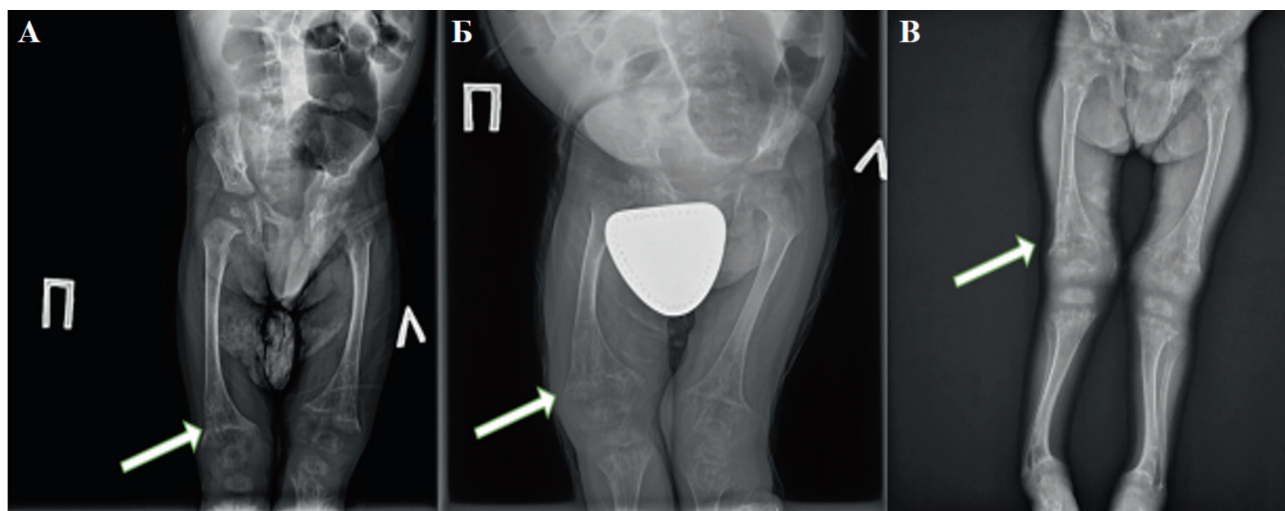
Рентгенография пораженных костей нижних конечностей пациента 1 на фоне терапии. А - рентгенограмма пациента в 3 года; Б – рентгенограмма пациента в 4 года; В – рентгенограмма пациента в 5 лет. Белыми стрелками указаны зоны поражения костной ткани.
